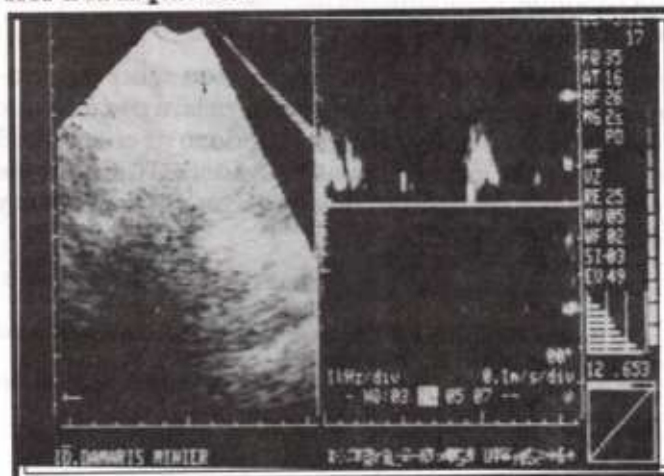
Ecocardiograma mostrando aorta a la derecha.
